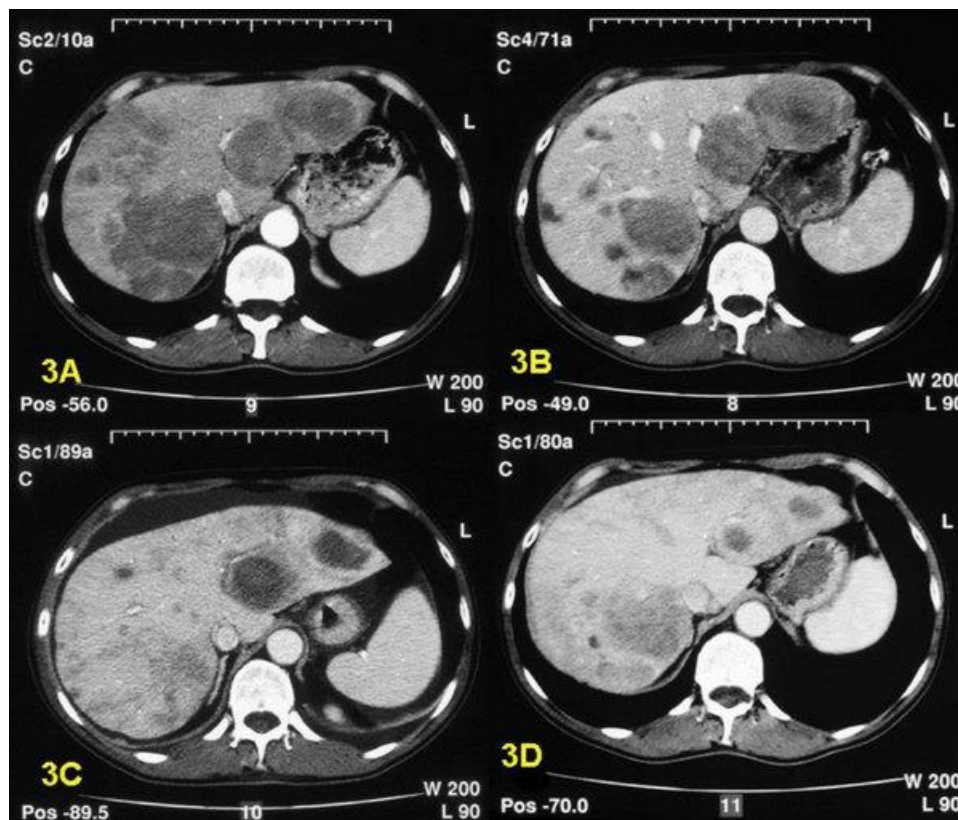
КТ печени с активным хроническим вирусным гепатитом [4]
